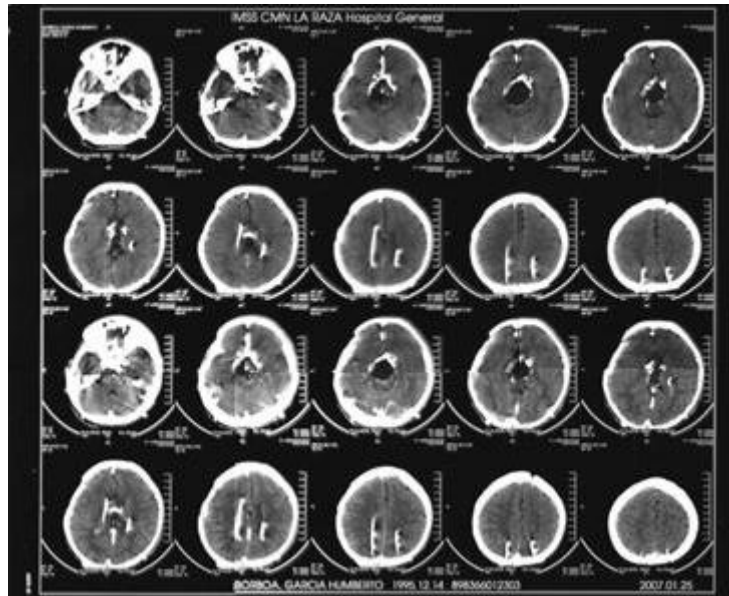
Tomografía computarizada de cráneo
